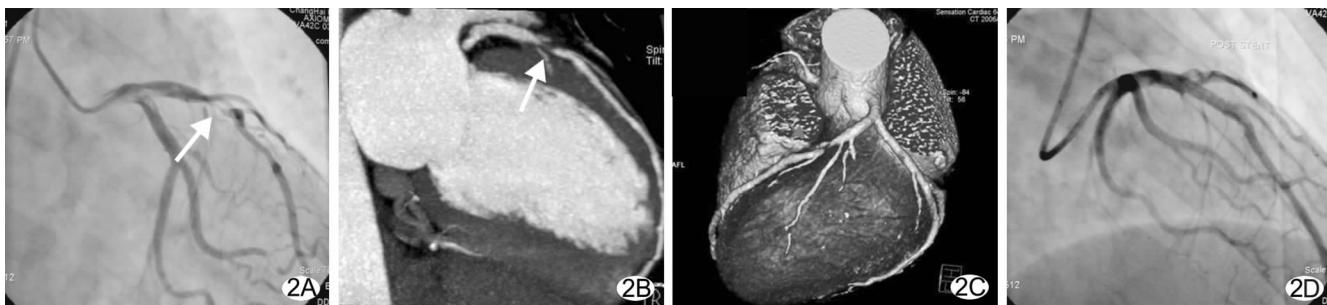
A. 冠脉造影显示前降支重度狭窄；B. 冠脉 CT 血管造影 MIP 法显示前降支重度狭窄，主要为软斑块所致；C. 冠脉 CT 血管造影 VRT 法显示前降支重度狭窄；D. 同一患者支架植入术后，狭窄处通畅
